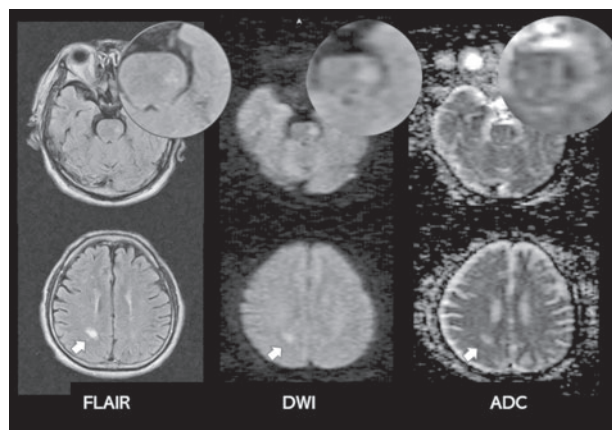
FLAIR-MRI, DWI and ADC map. The upper panels are slices at the brainstem and the lower are at the parietal white matter. Insets are larger images and arrows show ischemic infarcts.
